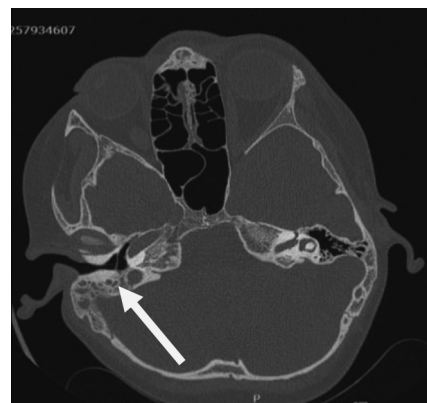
МСКТ височной кости после проведенной операции (дефекты костных стенок правого сосцевидного отростка)
